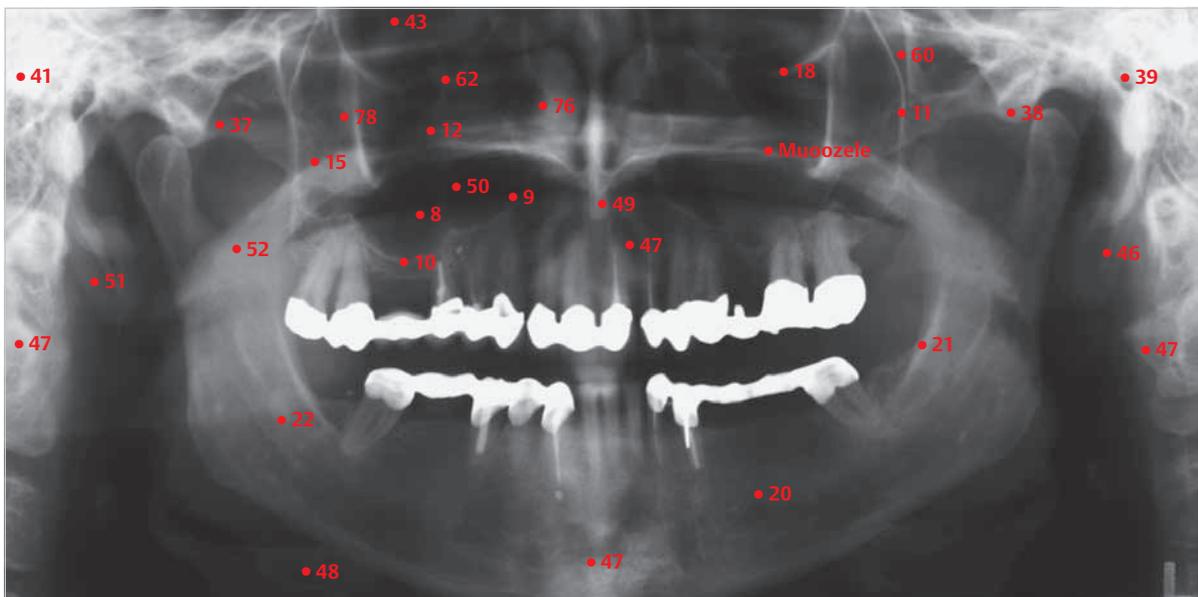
Panoramaansicht von Ober- und Unterkiefer auf dem Orthopantomogramm. Legende s. ► Tab. 9.1.
